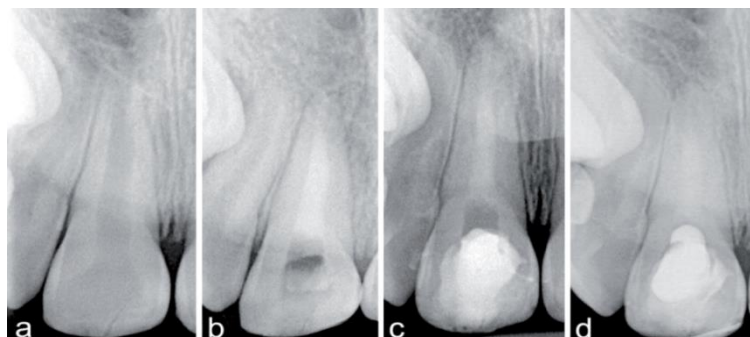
Mise en place d'un bouchon apical sur 11, suivie d'une obturation complète du canal, le tout avec Biodentine™. (a) radiographie pré-opératoire, (b) radiographie post-opératoire, (c) à 6 mois, (d) à 1 an (Cauwels, Martens, 2014).
